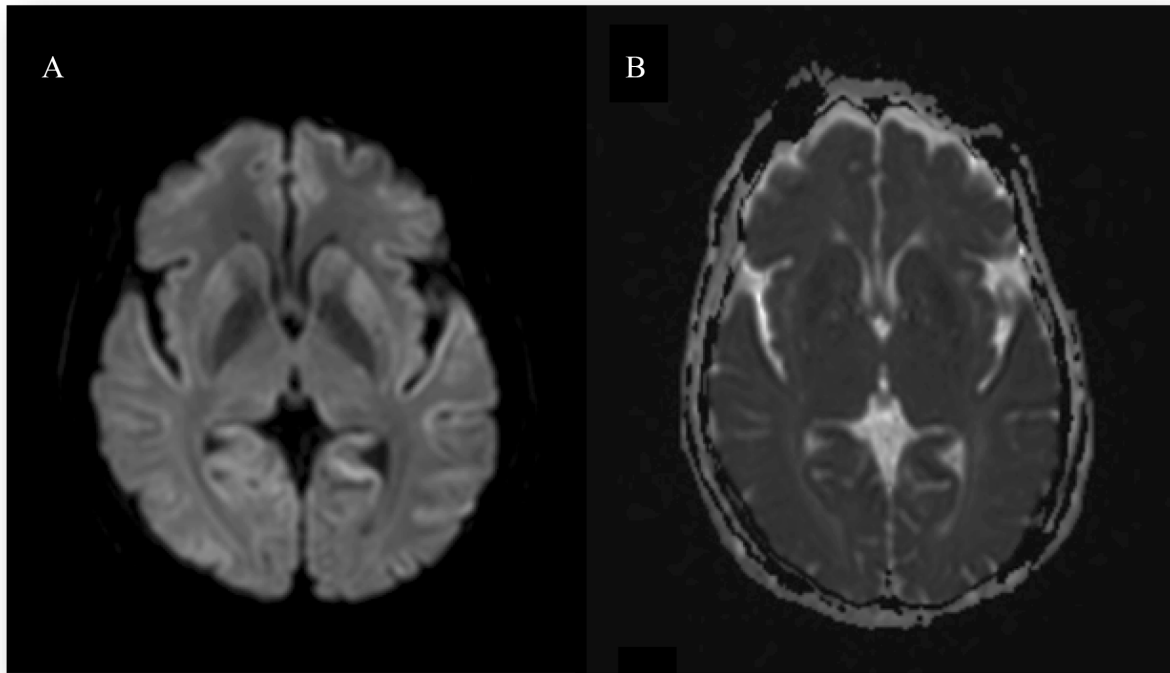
Axial MRI brain (inner back cover)
